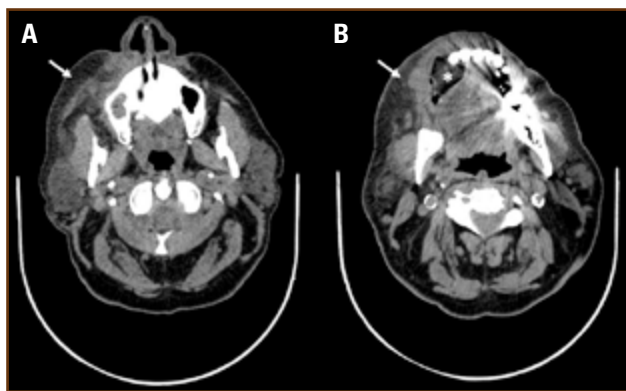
TC con contraste realizado en Urgencias, corte axial. Engrosamiento del tejido celular subcutáneo derecho (flechas en A y B). Cambios postoperatorios en la hemiarcada maxilar superior derecha (asterisco en B).
